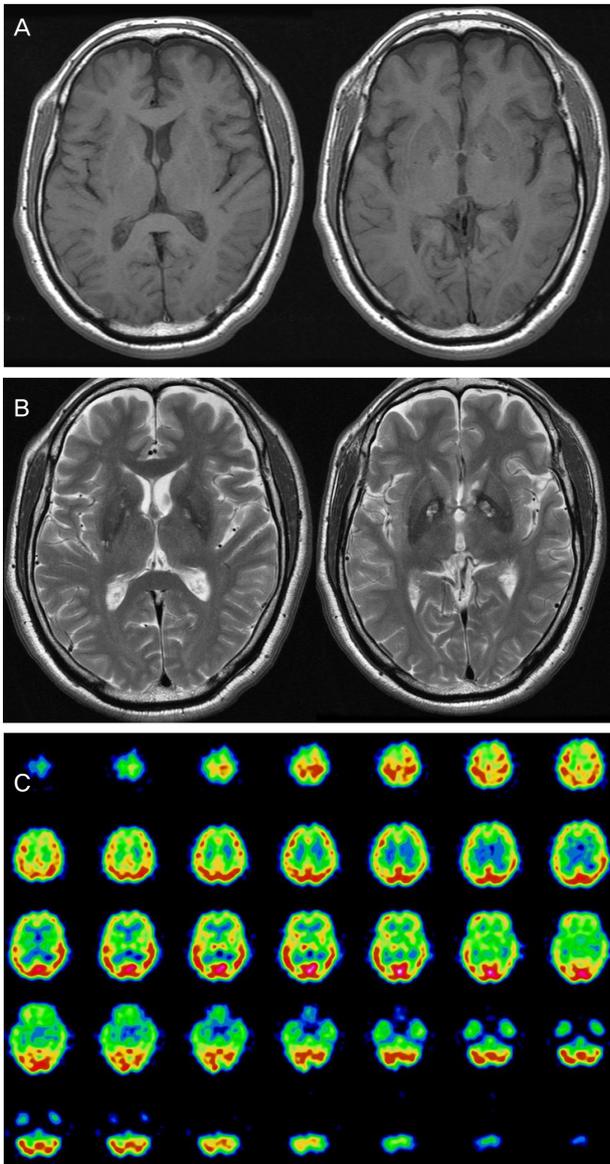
Follow up brain MRI and SPECT findings (10 month after the onset of symptoms). There were no interval change of bilateral globus pallidus lesions on axial T2WI (A) and T1WI (B). Brain SPECT (C) shows decreased perfusion in bilateral frontal, temporal cortex, which are predominant in left side.
